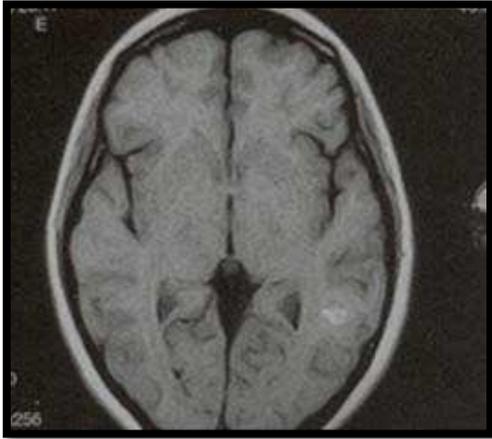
Imagen de RMN cerebral en corte axial en fase T1, que demuestra lesión nodular hiperintensa a nivel subcortical del lóbulo temporal izquierdo. La lesión no genera edema ni efecto de masa. No captaba Gadolínico, es compatible con angioma cavernoso.
